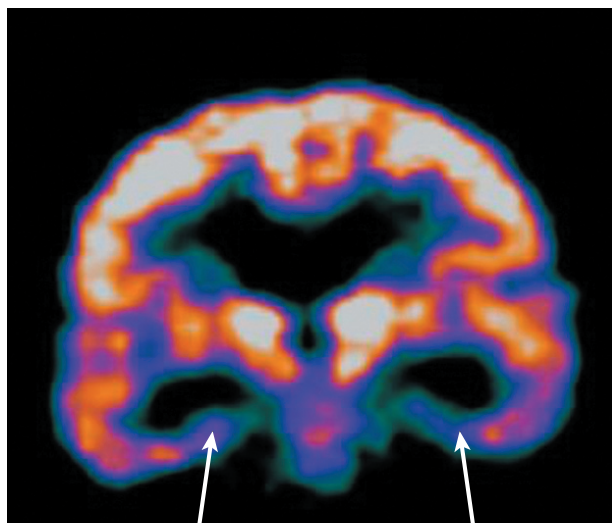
Позитронная эмиссионная томография с 18-фтор-дезоксиглюкозой. Снижение накопления радиофармпрепарата в проекции височных долей и в особенности их медиобазальных отделов — гиппокампов (показано стрелками) у больного с когнитивными нарушениями — носителя аллеля ε4
